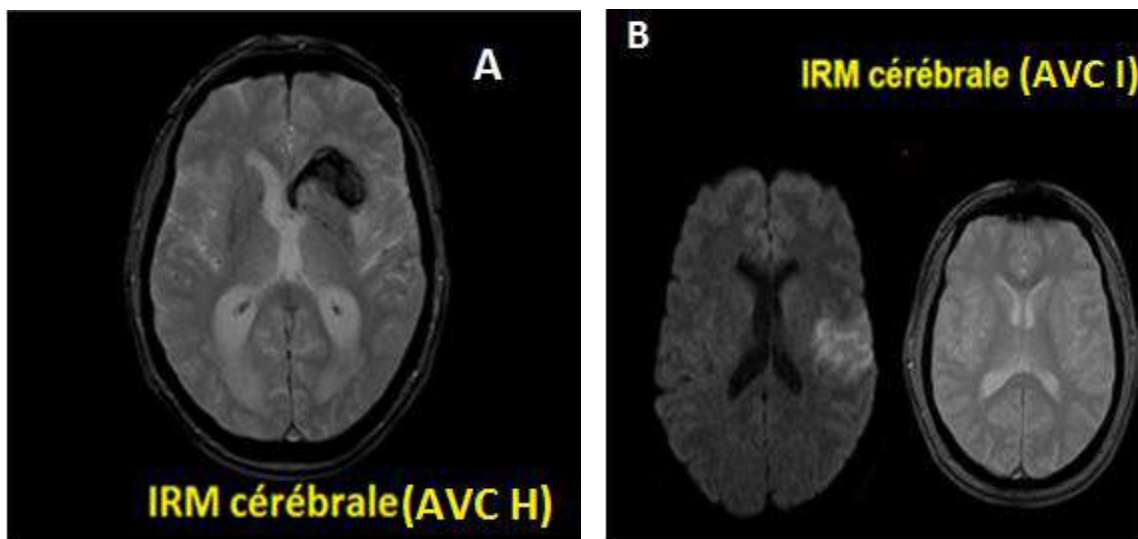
IRM cérébrale d'un accident vasculaire cérébral (41).
